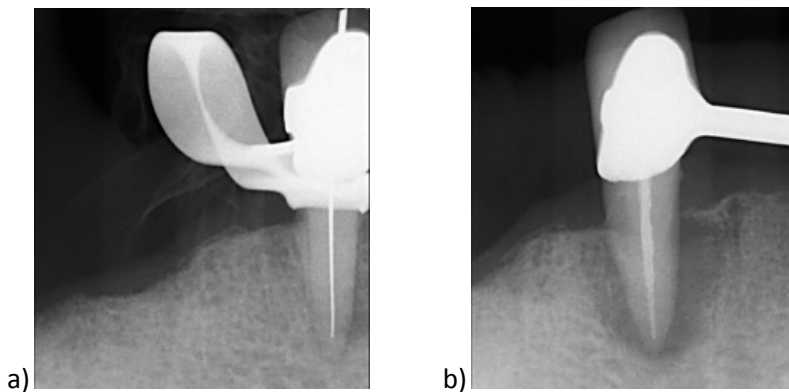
Zahn 11, a) unauffällige periapikale Strukturen (Grad 1), zum Zeitpunkt der Masterpointaufnahme, b) unauffällige periapikale Strukturen (Grad 1), zum Zeitpunkt der Recall-Röntgenaufnahme
